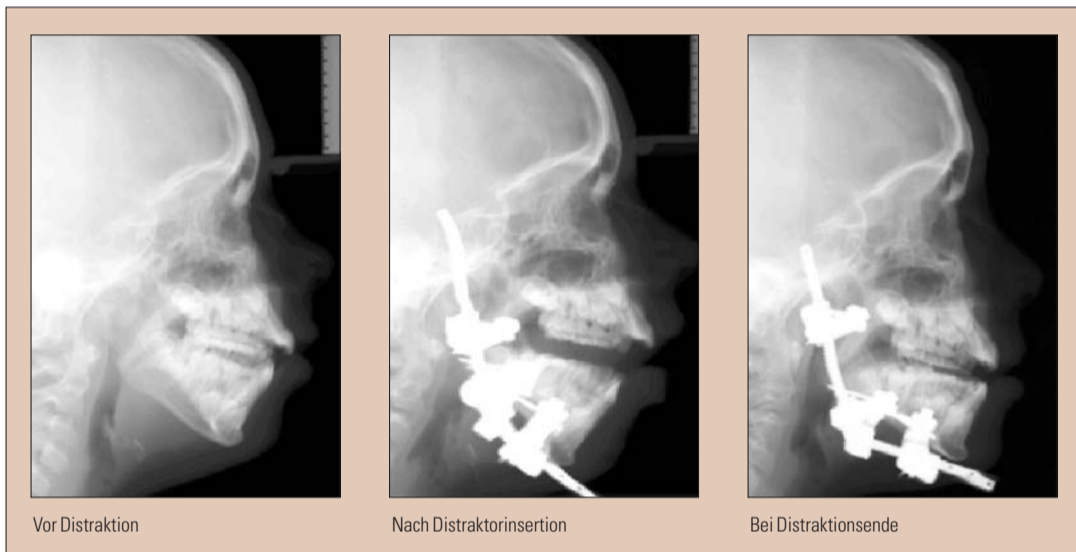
Patientin mit Goldenhar-Syndrom. Fernröntgenseitenaufnahmen.
